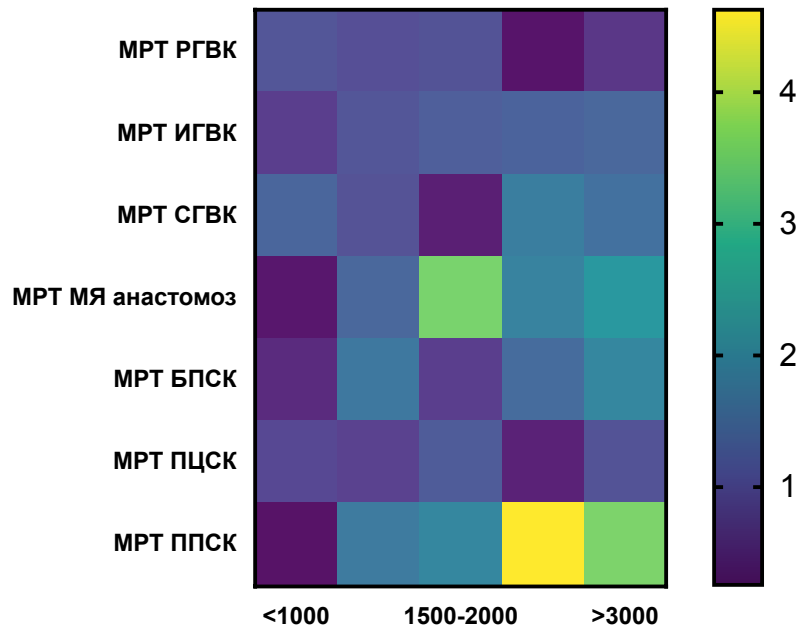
Графическое представление данных многофакторного логистического регрессионного анализа – тепловая карта (heat map) оценки шансов (чем он больше 1, тем выше шанс увеличения объема). Иллюстрирует наибольший вклад в объем кровотечений признак МРТ ППСК
